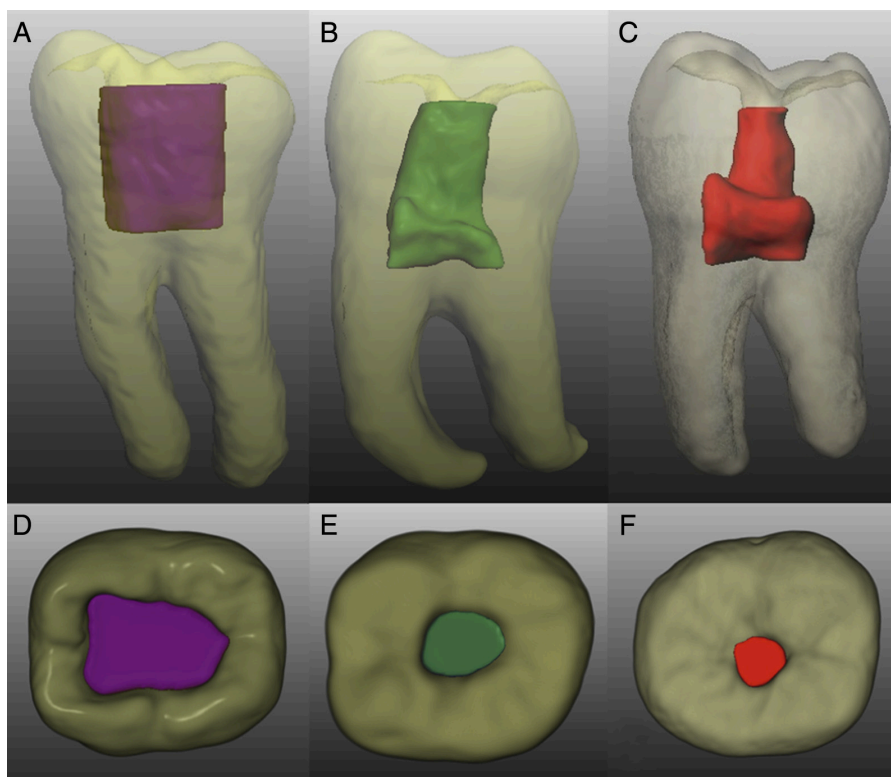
Reconstructions tridimensionnelles (3D) obtenues à partir du CBCT de 3 molaires inférieures préparées avec trois modèles de cavités. En vue sagittale (A à C). En vue axiale de la face occlusale (D à F). Une cavité d'accès traditionnelle (A et D en violet), une cavité d'accès conservatrice (B et E en vert) et une cavité d'accès ultraconservatrice (C et F en rouge) (source : Plotino et coll., 2017).
